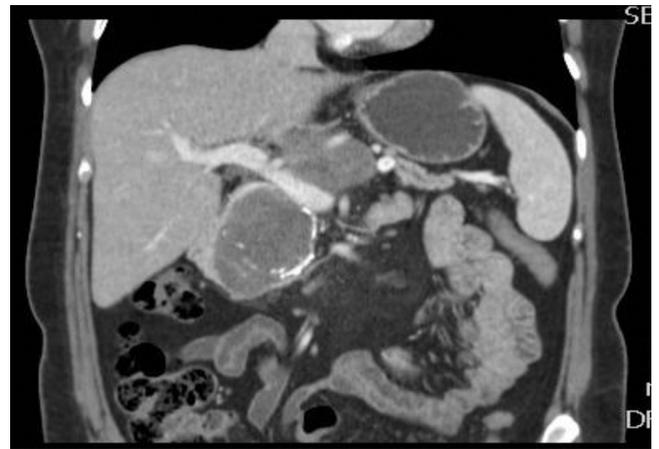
TC de abdomen, corte coronal. Se observan desplazamiento y compresión del eje esplenoportal y de la vena esplénica.
